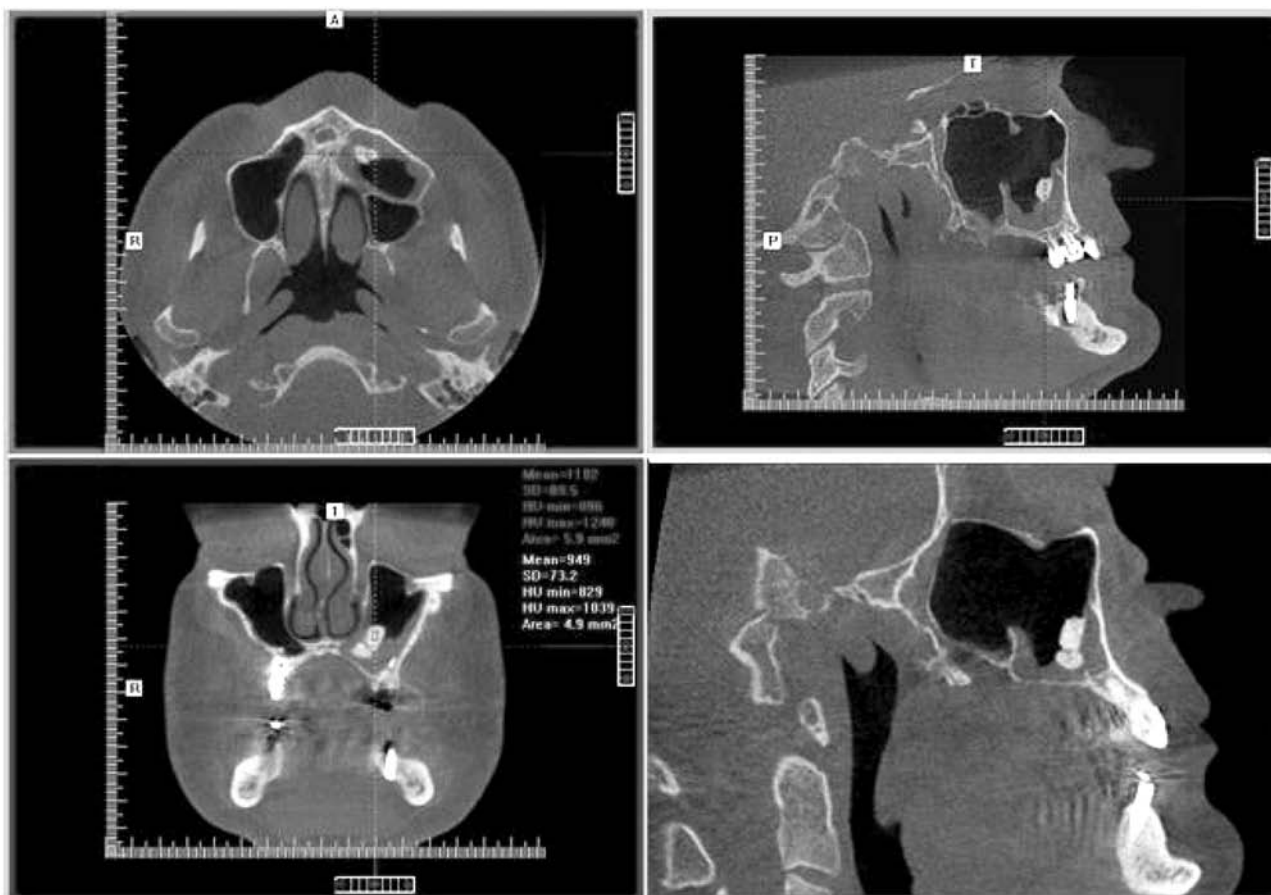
Дентальная объемная томограмма.
